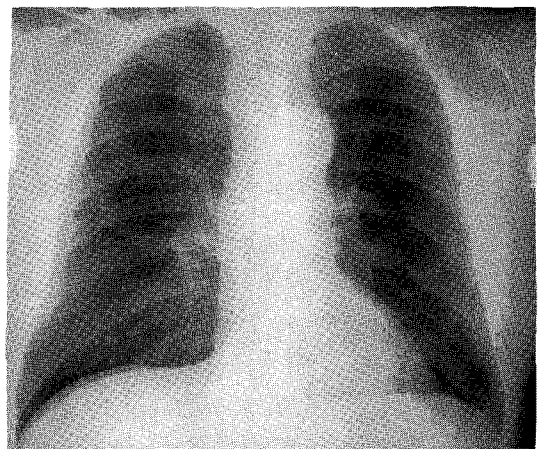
Chest X-ray shows faintly multiple eccentric polypoid lesions in the trachea.
